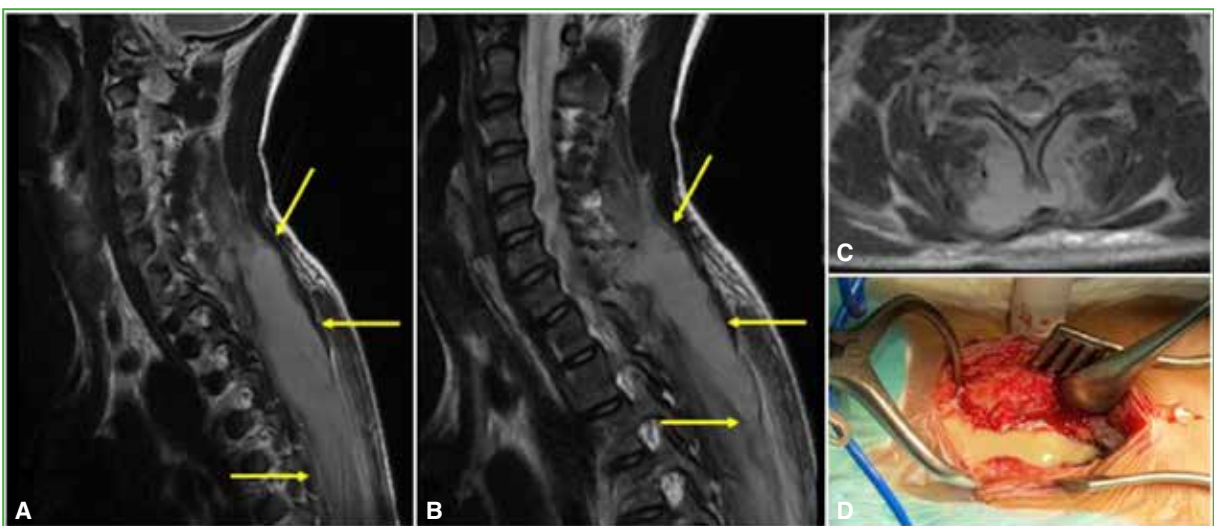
Niño de 14 años, con síndrome febril y raquialgia. Reactantes de fase aguda aumentados. A y B. Resonancia magnética de columna cervicodorsal, corte sagital. Colección líquida entre los niveles C6-T4 (flechas amarillas). C. Resonancia magnética de columna cervicodorsal, corte axial. Absceso paraespinal posterior. D. Imagen intraoperatoria del acceso quirúrgico dorsal, evacuación del pus.
